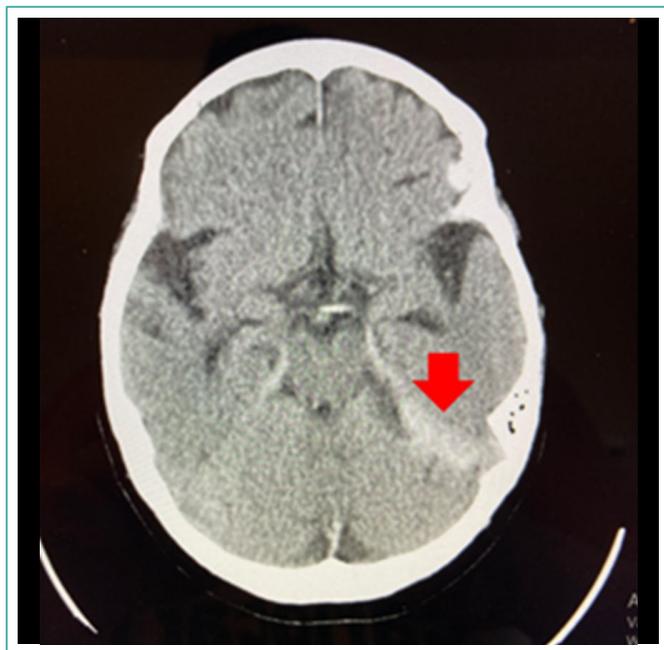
TC de cráneo: hemorragia subaracnoidea a nivel de tienda cerebelosa izquierda (flecha roja).
